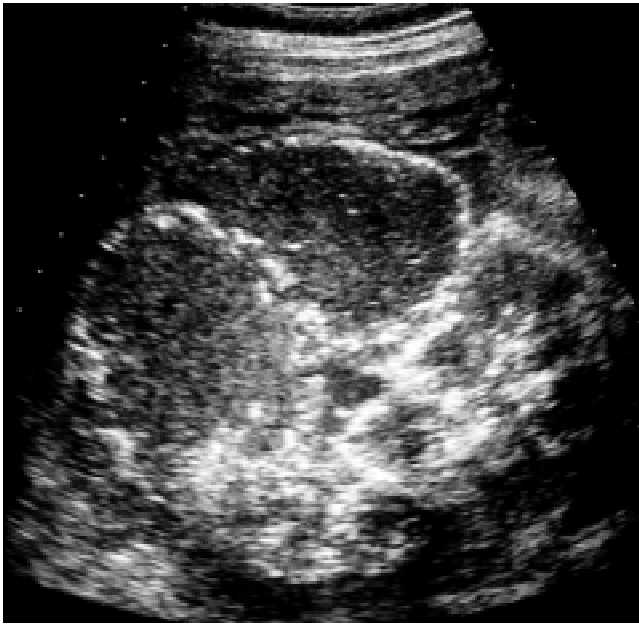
Placenta con calcificaciones múltiples, líquido amniótico escaso. Imagen ultrasonográfica.
